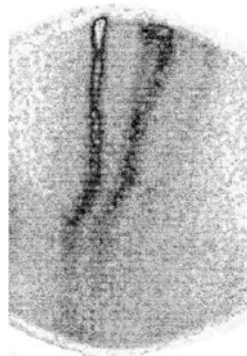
Флебосцинтиграмма: замедление оттока РФП по подколенной и поверхностной бедренной венах при их тромботической окклюзии, контрастирование большой подкожной вены
